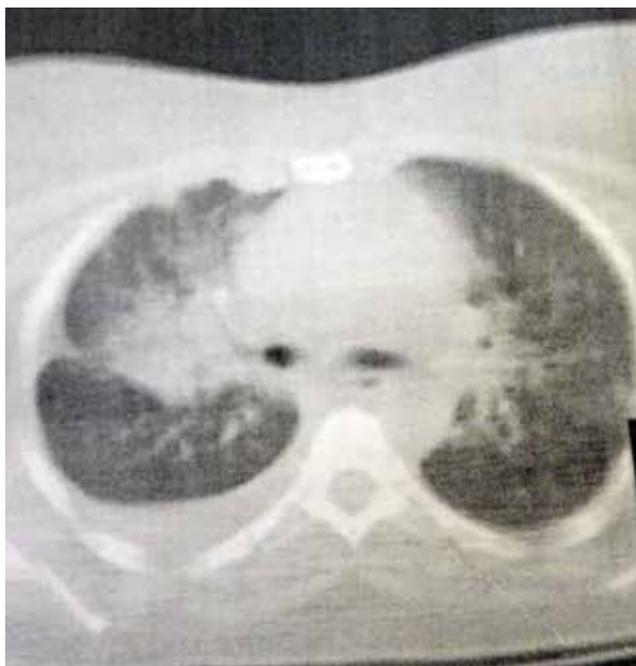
Пациентка Б. 50 лет. КТ ОГК (описание в тексте)
